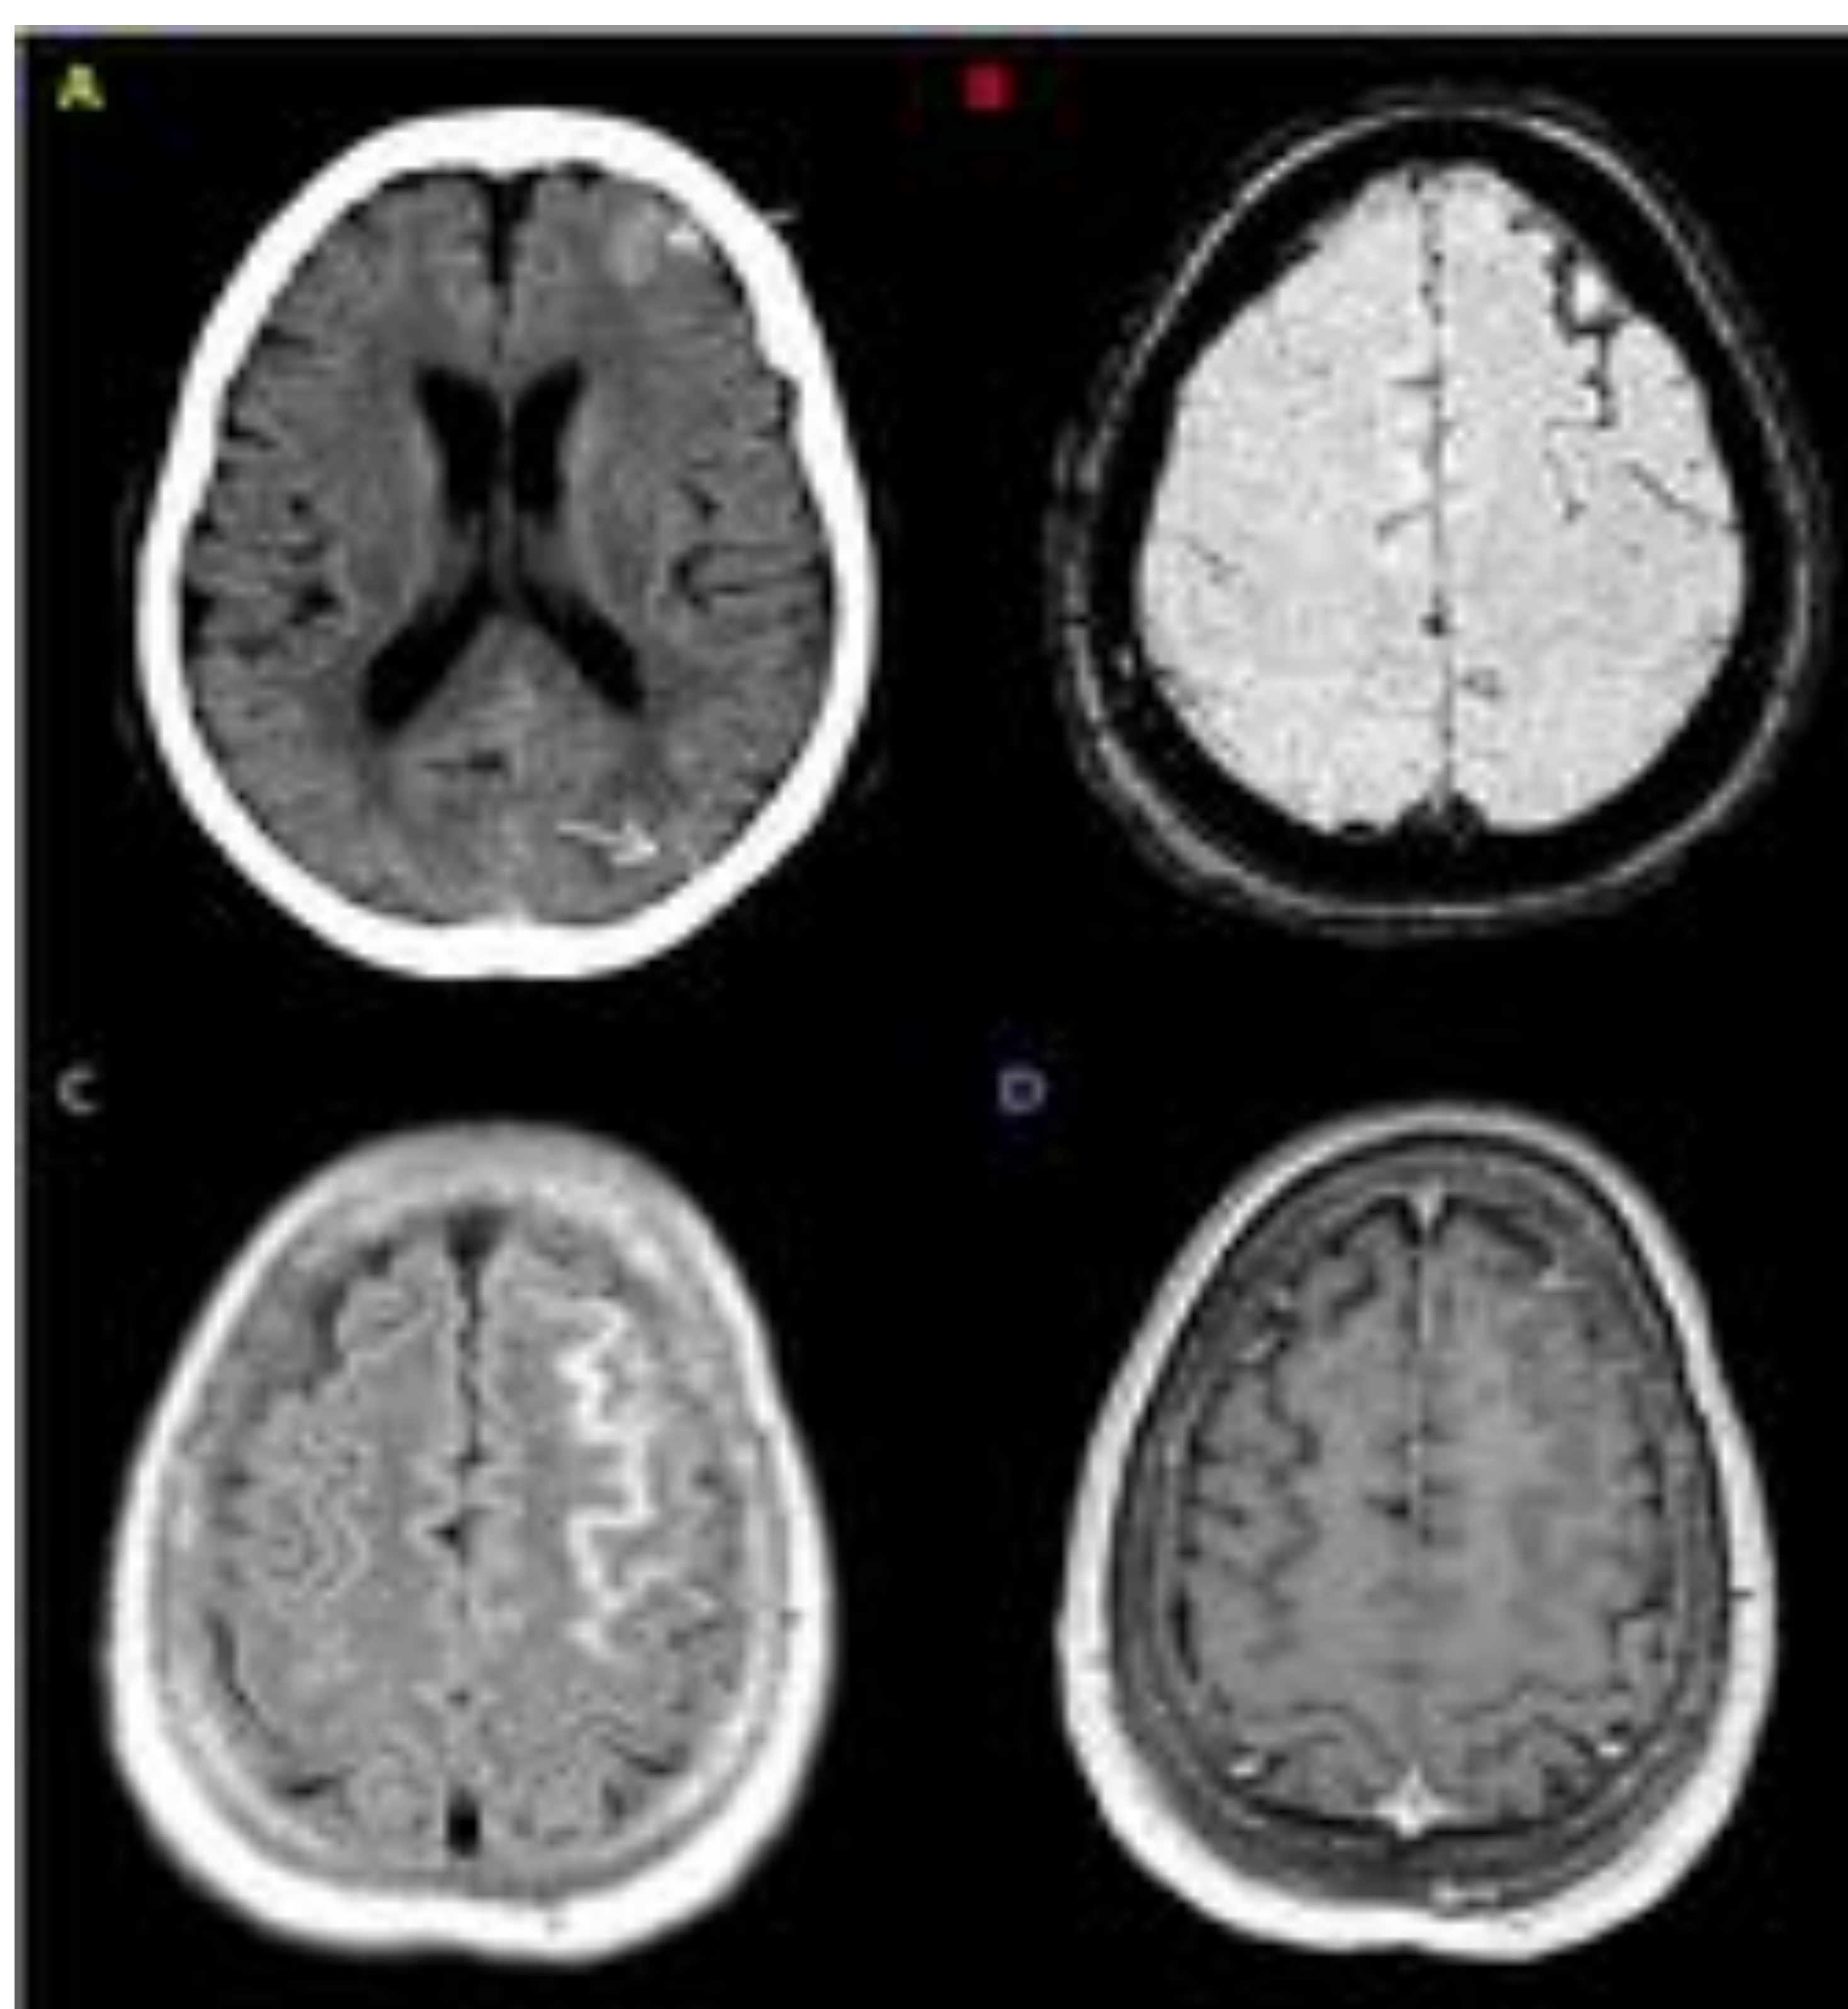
Hemorragia subaracnoidea (HSA). En la imagen TC existe una tenue hiperdensidad en surcos frontal y parietooccipital izquierdos (flechas) en relación con HSA no traumática (A). El contenido hemático de los surcos frontal superior y prerrolándico produce una hipointensidad por susceptibilidad en la secuencia T2*FFE (B) y una hiperintensidad en la secuencia FLAIR (C). No presenta realce en la secuencia T1 con civ. No se desmostaron aneurismas o anomalías vasculares en la angiografía de sustracción digital.
